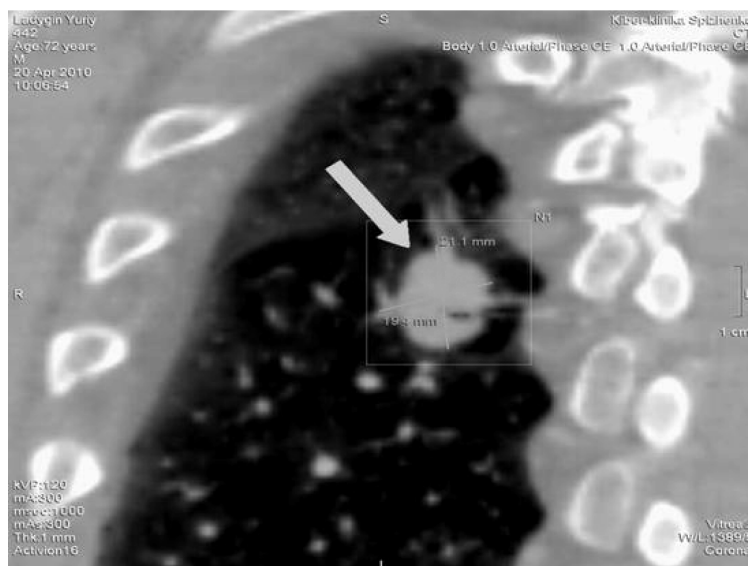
КТ до лечения. Периферический рак легкого.
